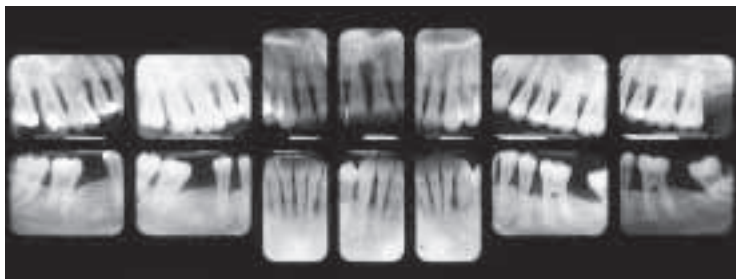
Röntgenstatus bei Befundaufnahme. Deutlich erkennbar der massive horizontale Knochenverlust, der mit angulären Knochendefekten kombiniert ist.
